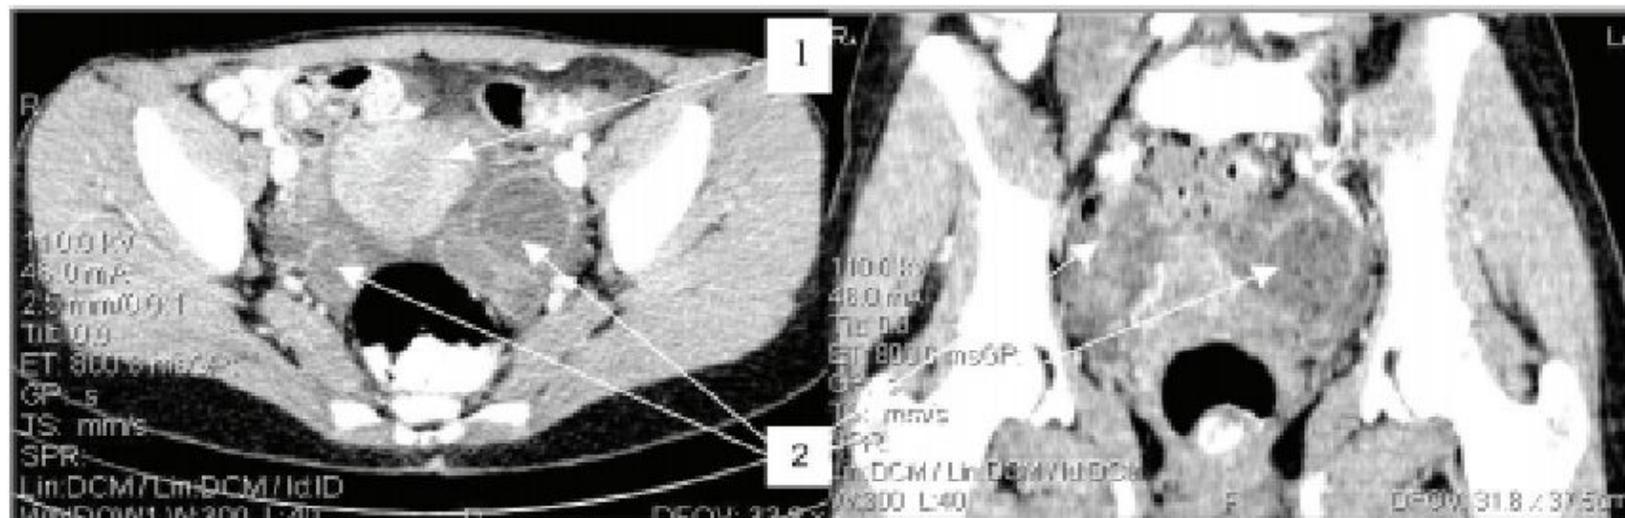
Спиральная компьютерная томография с внутривенным контрастным усилением: в проекции придатков с обеих сторон и кауди от матки на фоне жидкости визуализируется опухолевое образование преимущественно кистозного строения, с наличием капсулы и небольшого солидного компонента по периферии, состоящее из нескольких узлов, размерами от 10 до 36 мм.
